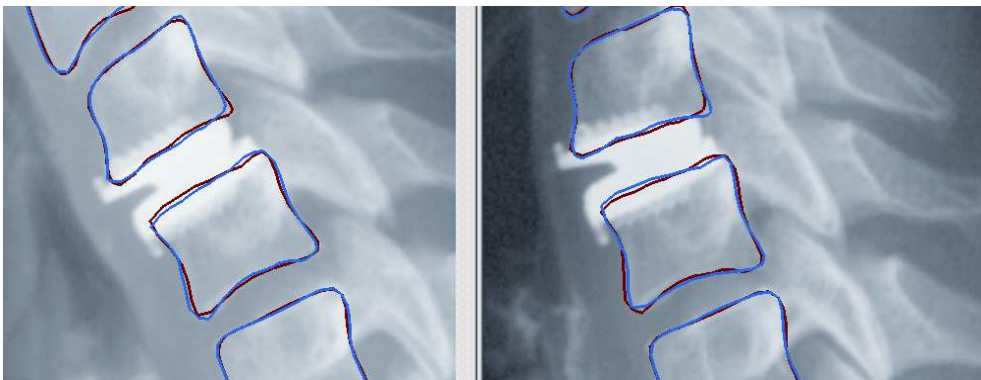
Radiographies de la prothèse discale cervicale Prestige LP en flexion / extension
